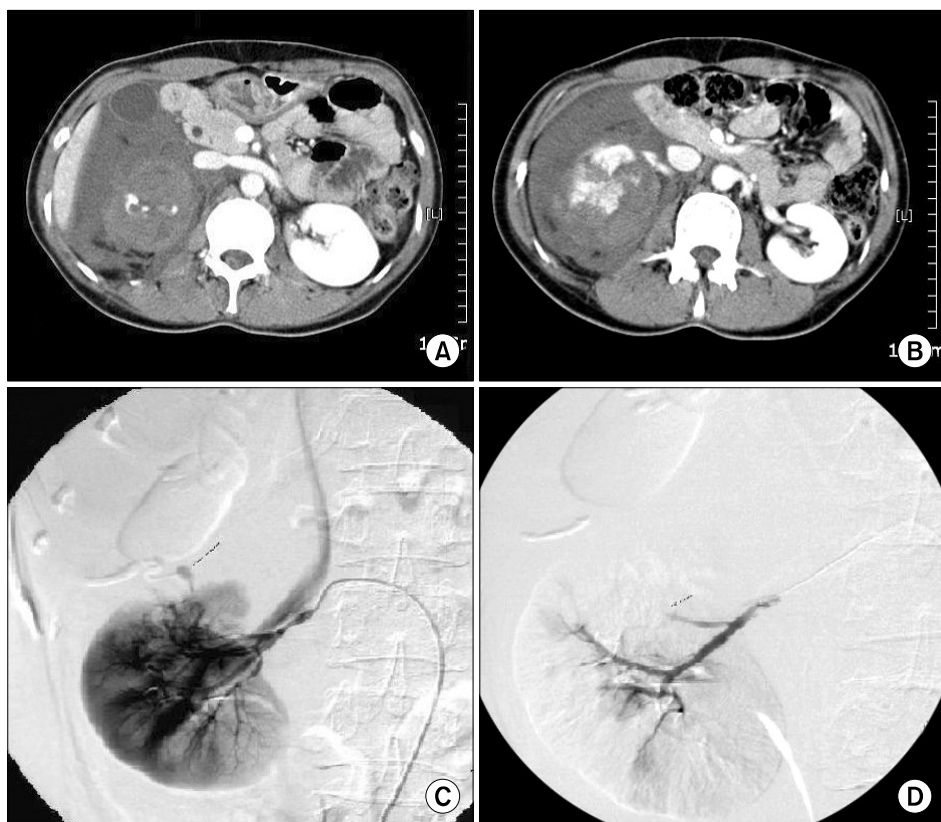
A 34-year-old woman. (A) and (B) show active bleeding at the injured kidney, suggesting grade IV renal injury on CT scan. (C) shows pseudoaneurysm and blood extravasation suggesting, active bleeding of the kidney on angiography. (D) shows the picture that there was no extravasation after selective embolization.
